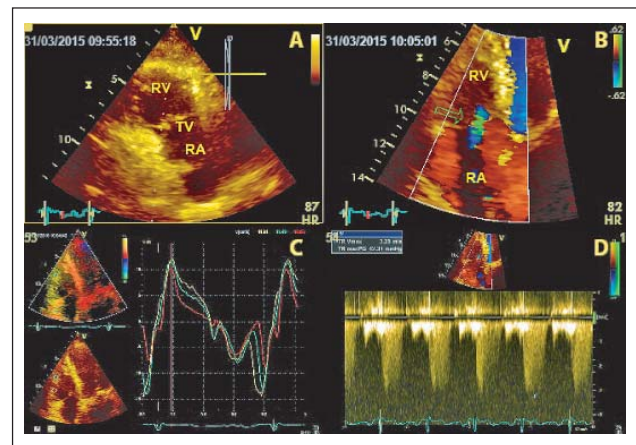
(a): Beurteilung der Trikuspidalklappe mit etwas verdickten Klappenrändern; (b): Darstellung der geringgradigen Trikuspidalinsuffizienz (TR) im modifizierten Vierkammerblick; (c): Beurteilung der rechtsventrikulären Funktion mittels TDI; (d): Abschätzen des pulmonalarteriellen Drucks anhand des CW-Dopplersignals (TR).
